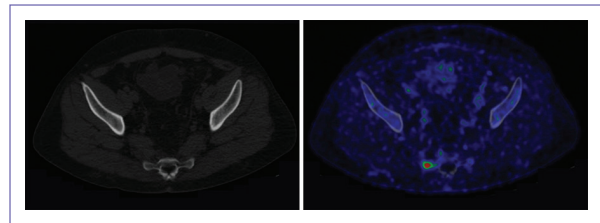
Metástasis en sacro derecho hipermetabólica en paciente con antecedente de adenocarcinoma de colon derecho, no visualizada por tomografía computarizada.
